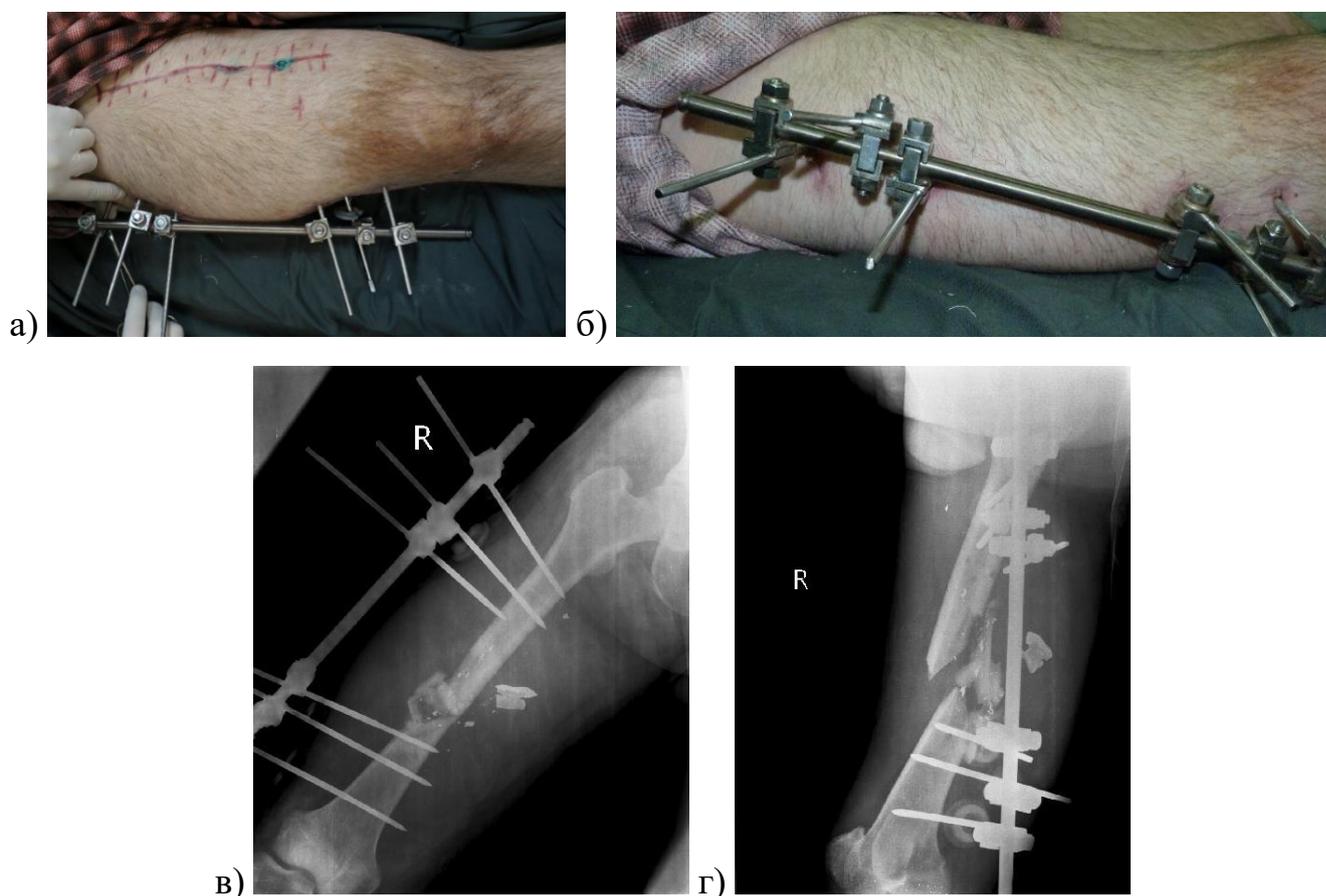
Раненый Т., 30 лет: а, б) внешний вид правого бедра; в, г) рентгенограммы правого бедра при поступлении
